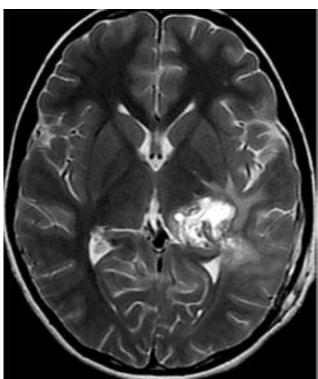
МРТ в 1 сутки после операции в режиме в аксиальной и сагиттальной проекции в режиме T2 и T1 с контрастным усилением
